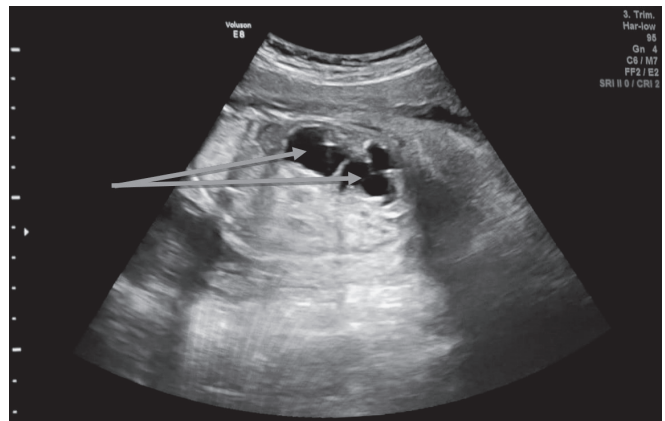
УЗИ плода на 22 неделе беременности. Одностороннее выраженное расширение полостной системы почки [Фотоархив Бишманова Р.К.].
